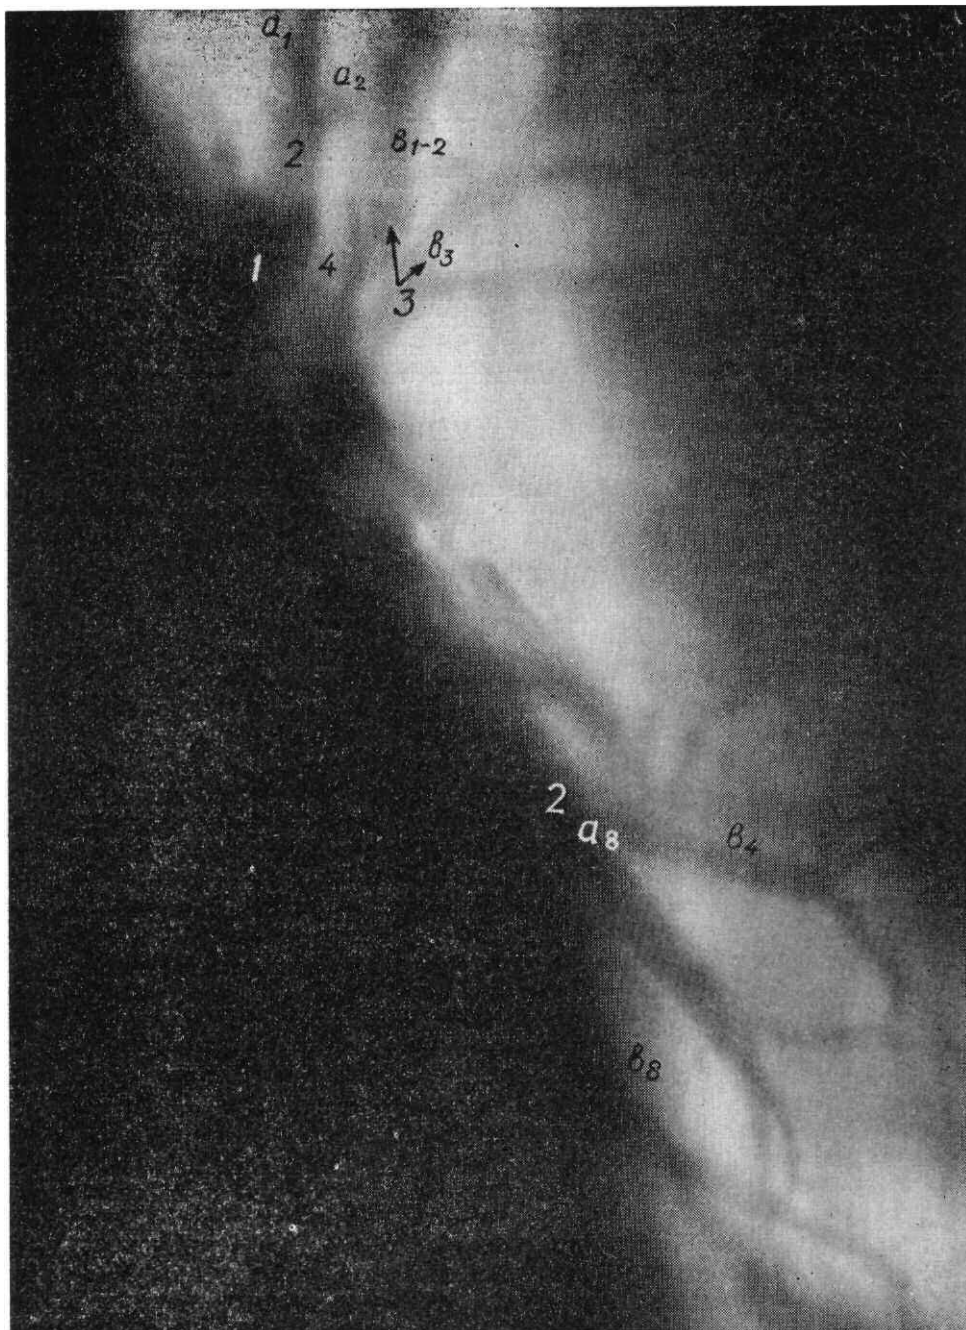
Томограмма корня левого легкого в прямой проекции. Магистральный тип
